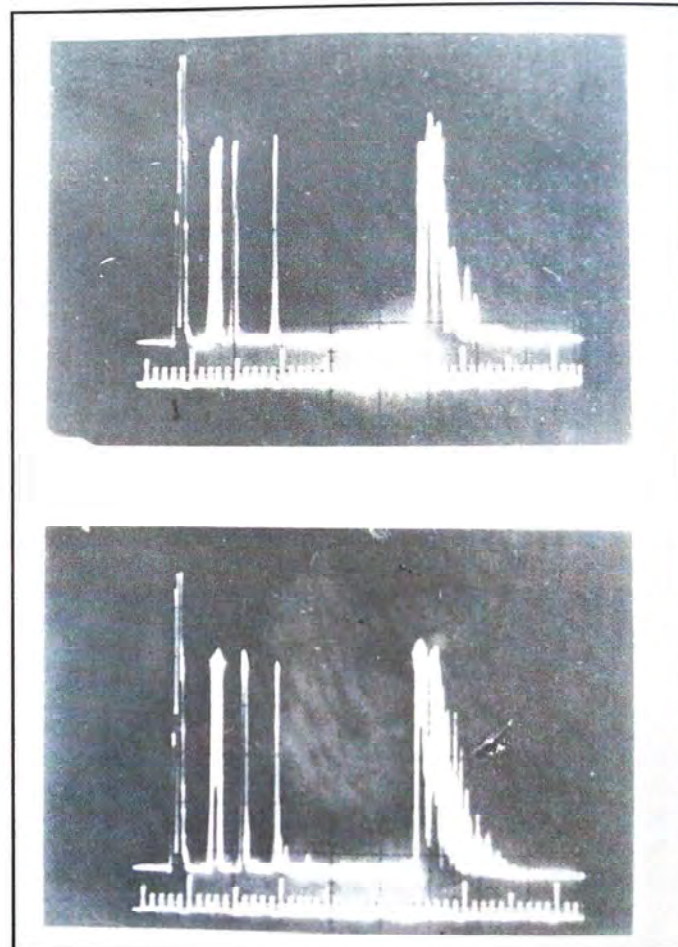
Ecografia A - acima olho direito, abaixo olho esquerdo.
